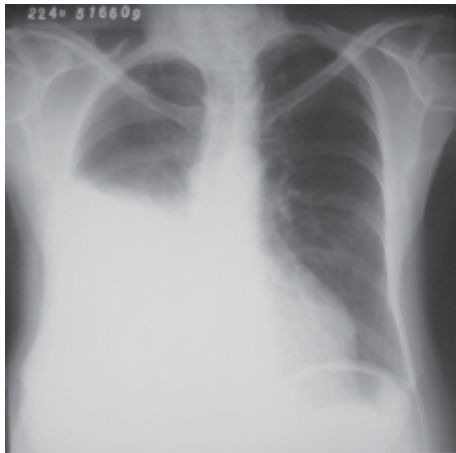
Radiografía frontal del tórax. Observe opacidad en la mitad inferior del hemitórax derecho que asciende por el plano axilar. Derrame pleural.
